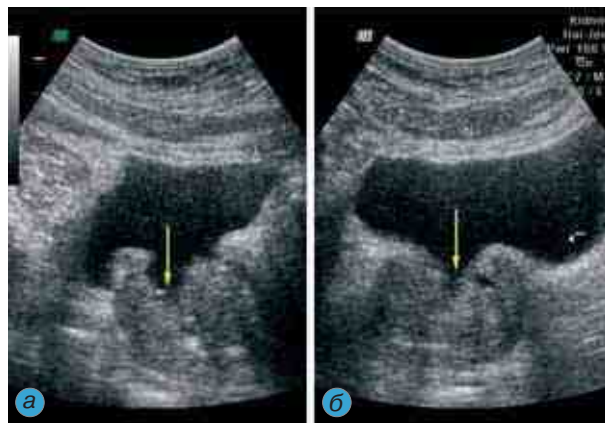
Сканограмма предстательной железы после ТУР. Трансабдоминальное УЗИ. Место резекции обозначено стрелкой. Срезы: а — продольный; б — поперечный
